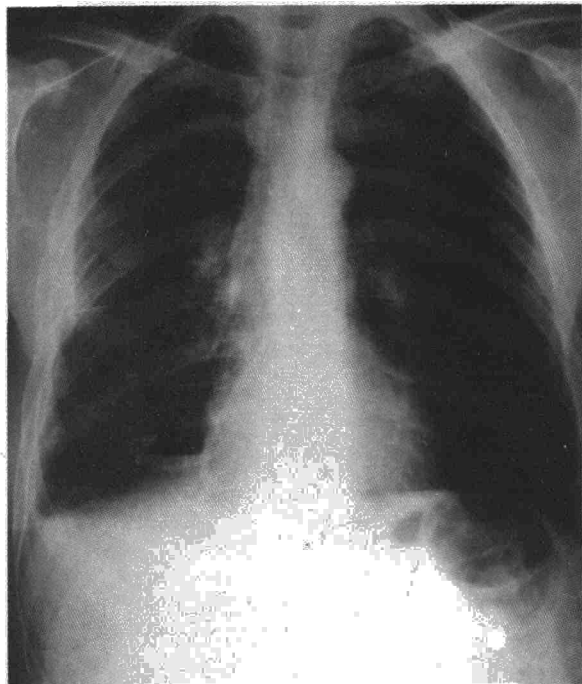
Radiografía PA. de tórax practicada como control al año del ingreso: no se aprecian lesiones parenquimatosas; paquipleuritis moderada derecha.
